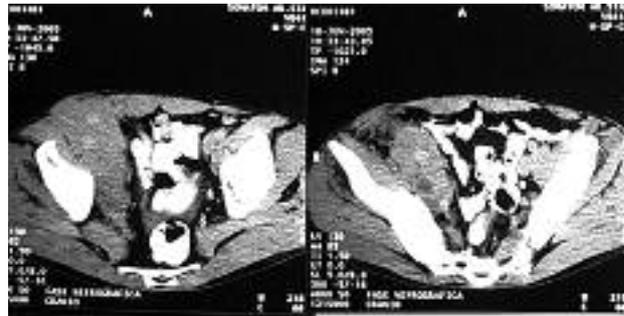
Tomografia computadorizada após administração de contraste endovenoso, demonstrando massa heterogênea na pelve, à direita, envolvendo os vasos ilíacos.
